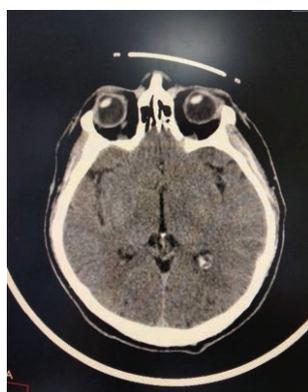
МСКТ головного мозга пациента Ю. от 11.11.18 г.
